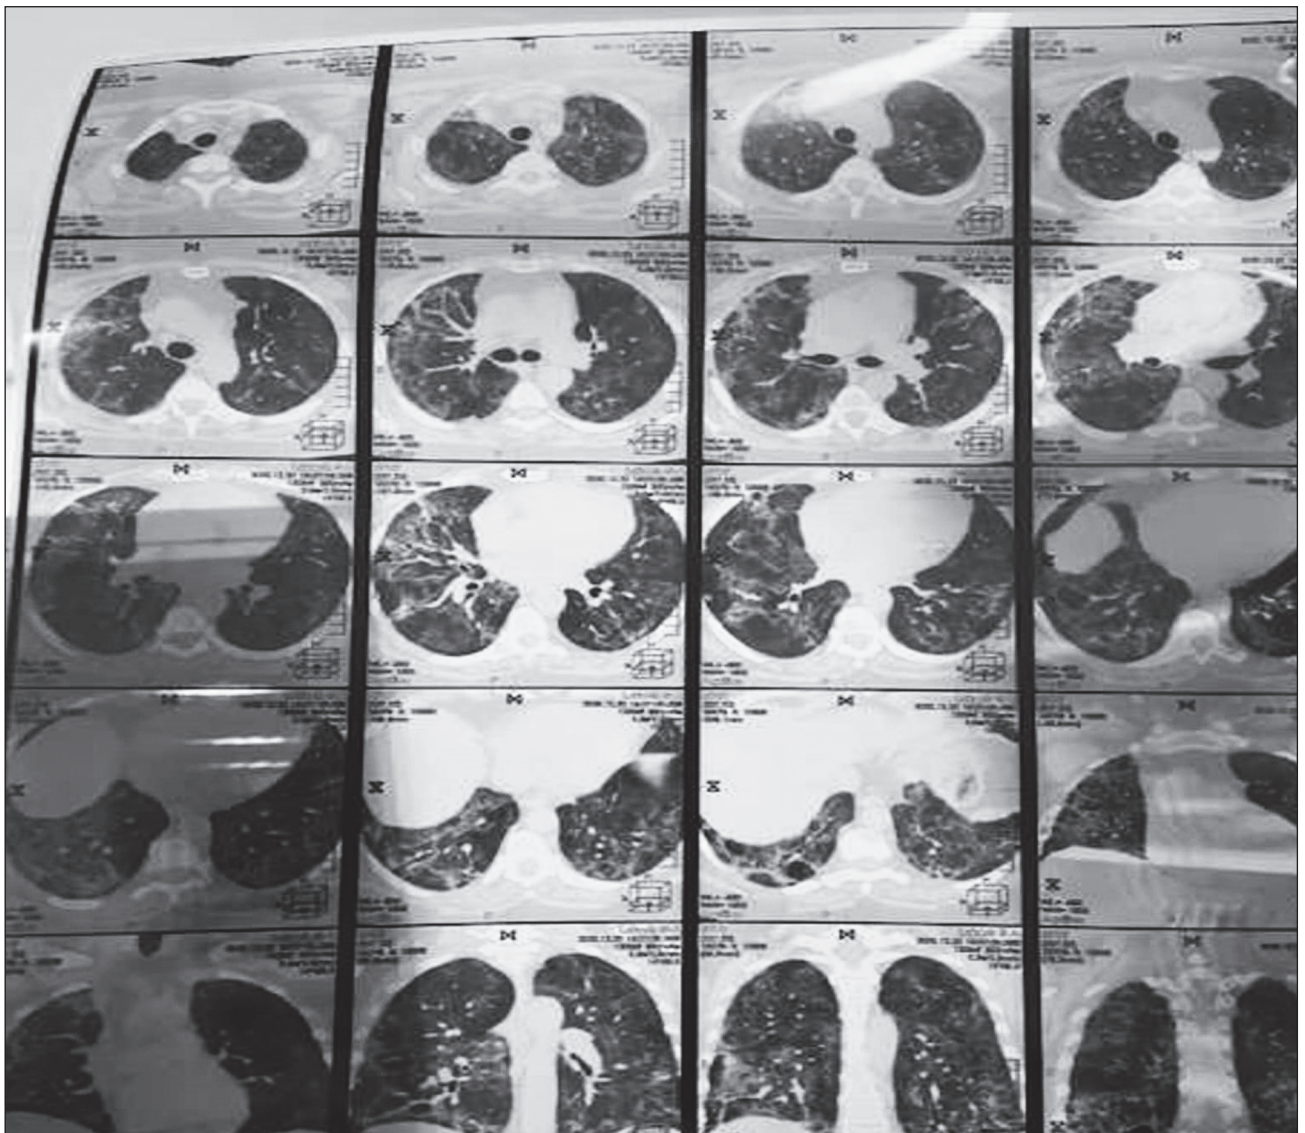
КТ легень пацієнтки С., 58 р., із тяжким перебігом COVID-19 після 24 діб на неінвазивній вентиляції та 36 діб стаціонарного лікування перед випискою зі стаціонару (дані Універсальної клініки «Оберіг», м. Київ)
